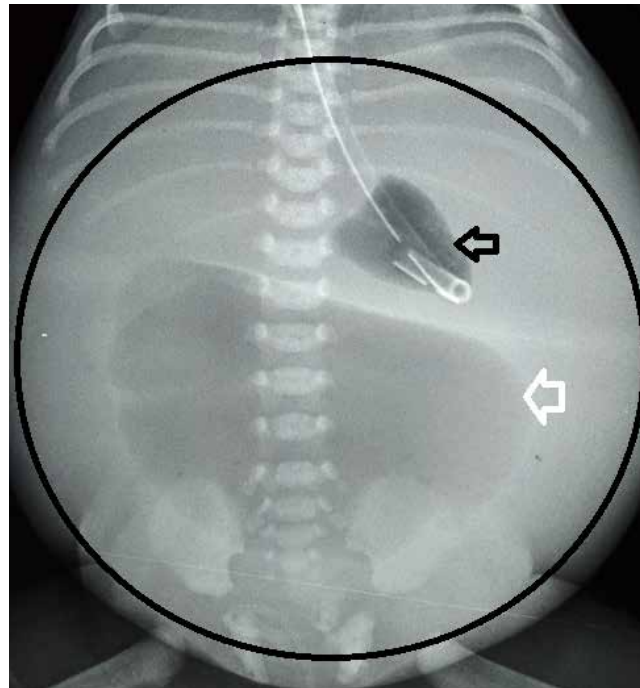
Radiografía simple de abdomen, con importante distensión abdominal (círculo negro), se identifica la cámara gástrica, con la sonda orogástrica en su interior (flecha negra); y otra imagen radiolúcida (flecha blanca), correspondiente a la masa abdominal, que ocupa en su totalidad la cavidad abdominal.
